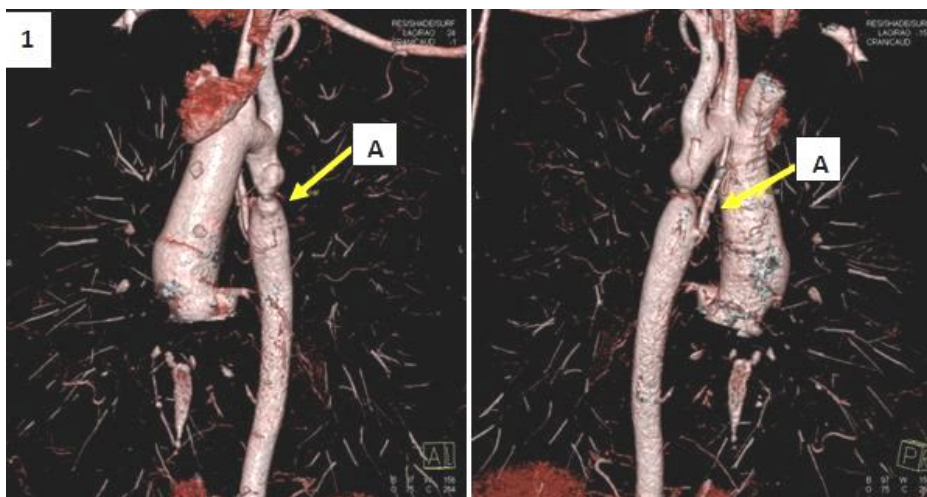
Скани МСКТ грудного відділу аорти (з контрастуванням) у хворій Л. 1989 р.н. – пояснення в тексті
